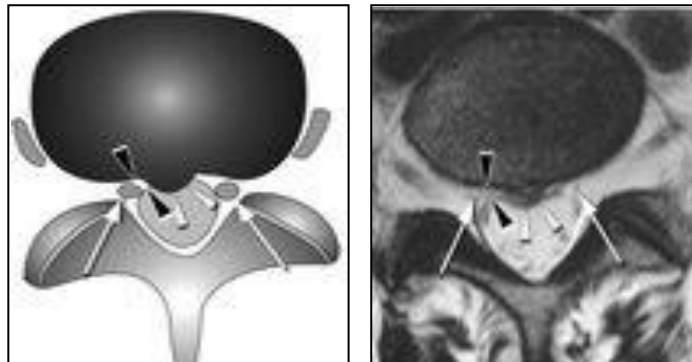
MRI T1WI dan T2WI potongan axial
